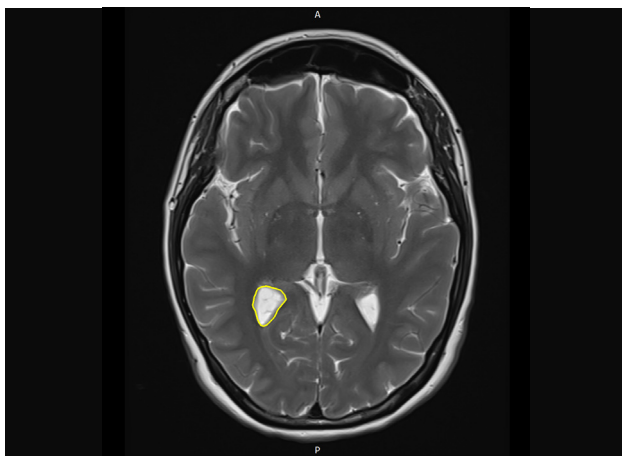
Imagen transversal de resonancia magnética ponderada en T2 con secuencia TSE (Turbo spin-eco).
